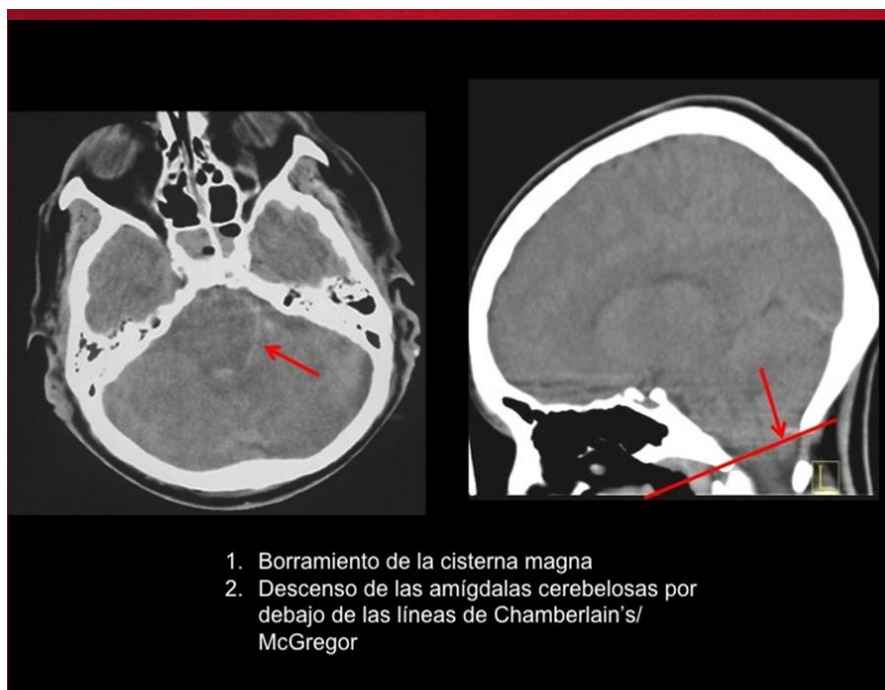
Herniación amigdalina. Fuente: G. Viteri et al. Traumatismo craneoencefálico: Sistemática de lectura en una tomografía computarizada cerebral urgente. Clínica Universidad Navarra. Póster presentado en el congreso de la SERAM 2012, 24-28 de mayo, Granada/ES. DOI: 10.1594/seram2012/S-0293.
